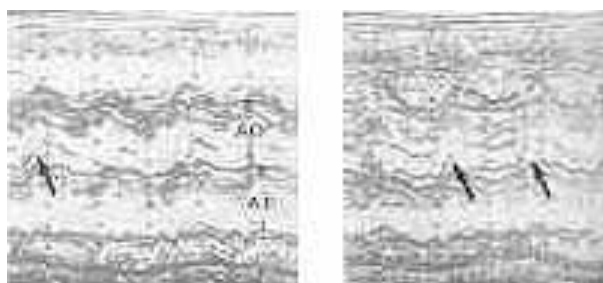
Ecocardiograma destacando a presença de incisura mesossistólica (setas) e movimentação anômala da válvula não coronariana da valva aórtica. AE = átrio esquerdo; Ao = aorta.
